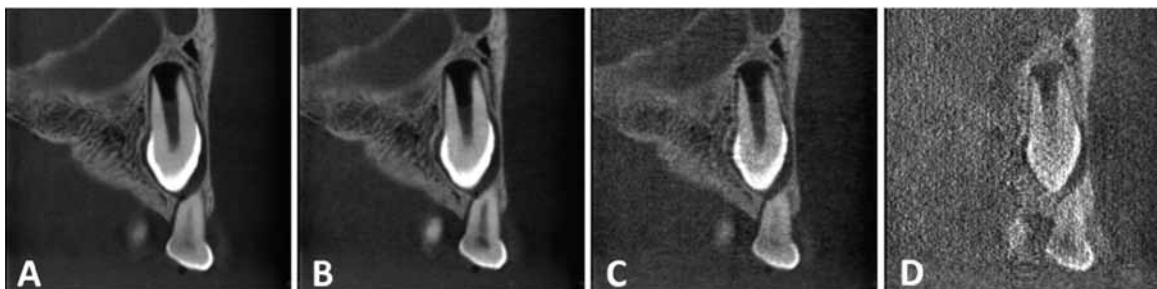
Variaciones en calidad de imagen cambiando kV y mAs. Imágenes del mismo cráneo de estudio. Campo de visión: 4x4cm. Equipo 3D Accuitomo 170 (Morita, Japón). A: 90kV, 8.0mA, 30.8s. B: 90kV 5.0mA, 17.5s. C: 80kV, 1mA, 17.5s. D: 80kV, 1.0mA, 5.4s. Se puede ver claramente que la imagen D no es suficiente para el diagnóstico clínico, sin embargo, la decisión no es tan fácil al evaluar las imágenes A, B y C. Las imágenes A y D son la de mejor y peor calidad respectivamente, obtenibles en este equipo CBCT. (s=segundos)
